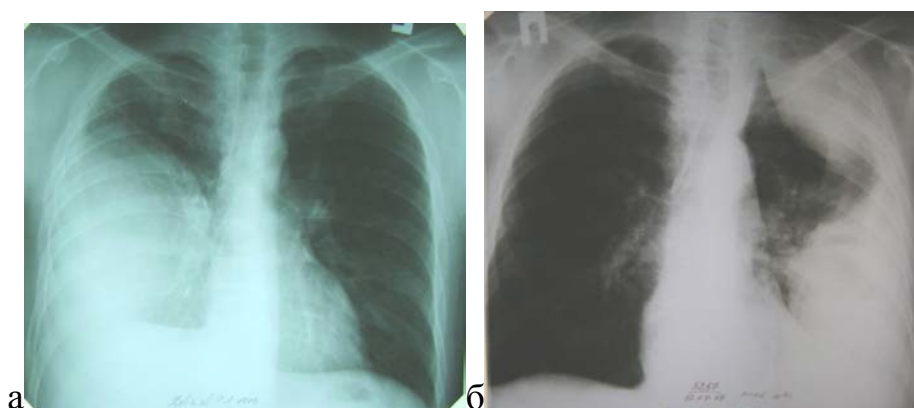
а, б. - Рентгенограммы пациентов с острой эмпиемой плевры.
